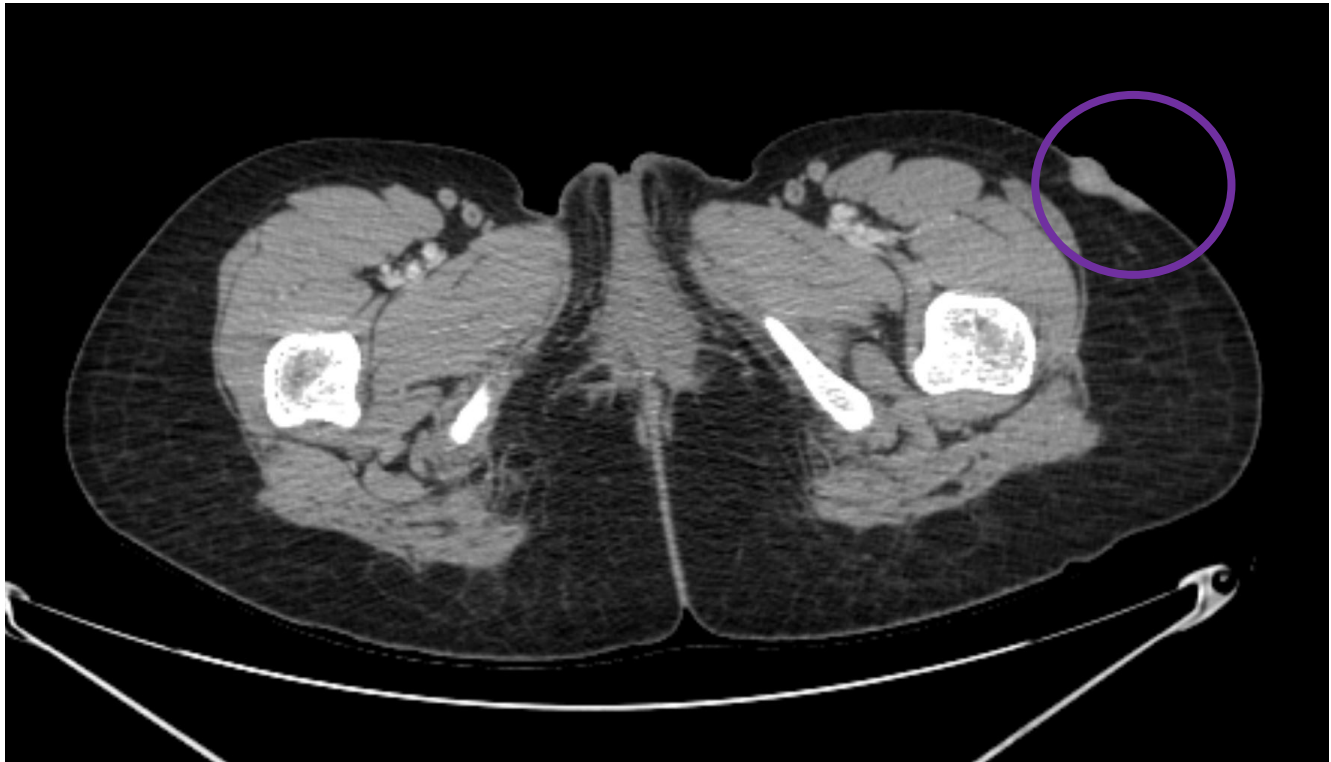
TDM de la cuisse
